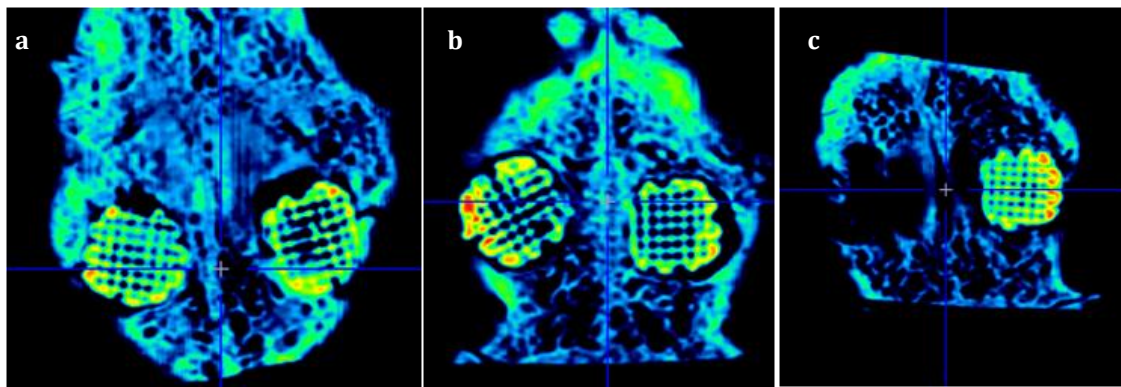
Imágenes correspondientes de la microtomografía computarizada a las 12 semanas. a. A la izquierda andamio de HA, a la derecha HASiO₂ notar densidad (azulada) al interior de los andamios, similar a la del tejido circundante. b. A la izquierda se muestra andamio de HABQ, a la derecha HASiO₂BQ, se nota mayor aproximación de los bordes del defecto y hacia el interior del andamio. c. Muestra izquierda control vacío GC, derecha HASiO₂.
